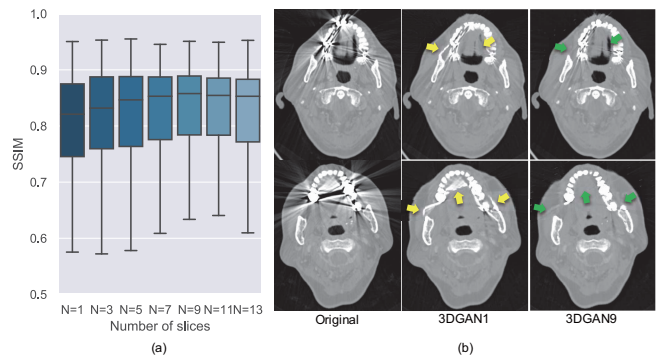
3次元敵対的トレーニングの特性, (a) 学習時の入力ボリュームのスライス枚数とSSIMの関係, (b) 実患者CTボリュームに対する2次元変換と3次元変換による差異
